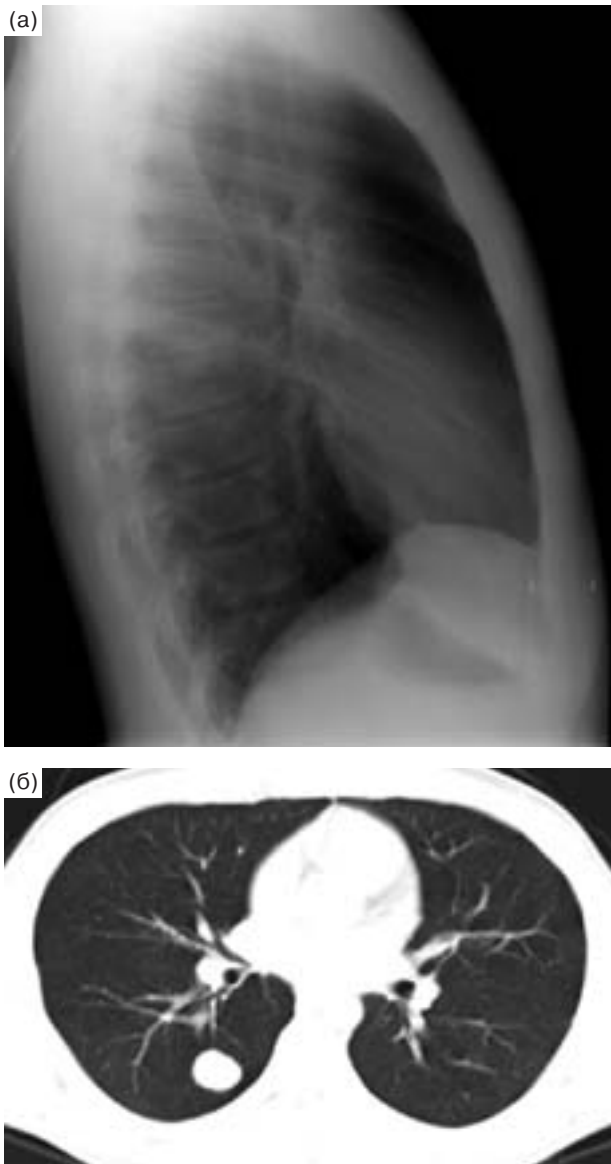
Рентгенография в боковой проекции (а) и КТ (б) грудной клетки. Одиночный метастаз хондросаркомы правого бедра в VI сегменте нижней доли правого легкого. Очаг имеет четкие ровные контуры и однородную структуру. Диагноз верифицирован при чрескожной пункционной биопсии.
